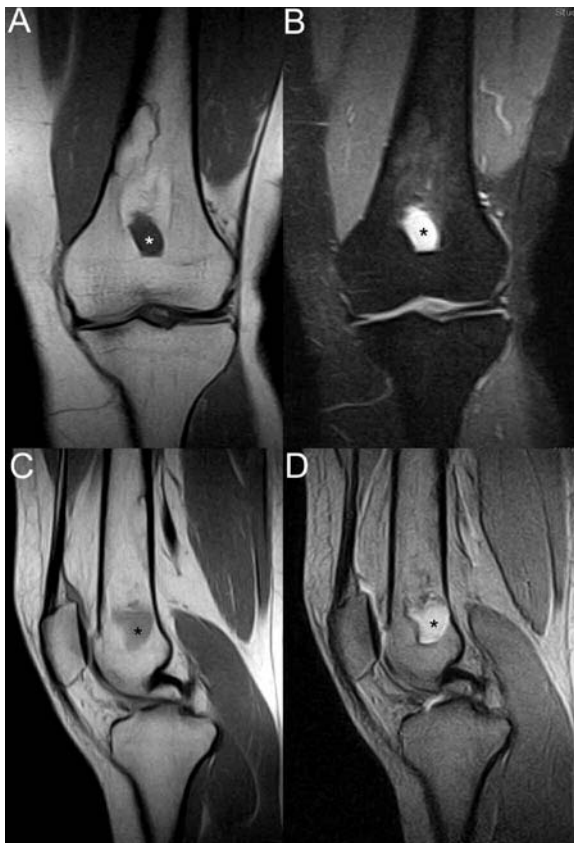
Resonancia magnética. a) Imagen en plano coronal con técnica T1 que muestra una lesión con señal predominantemente hiperintensa, con un sector inferior hipointenso (asterisco); b) imagen en plano coronal con técnica STIR que muestra en la zona de la lesión supresión de la señal, con una zona caudal más hiperintensa de aspecto quístico (asterisco); c,d) imágenes en plano sagital con técnicas de densidad protónica y T2, mostrando una zona caudal de aspecto quístico (asterisco).
